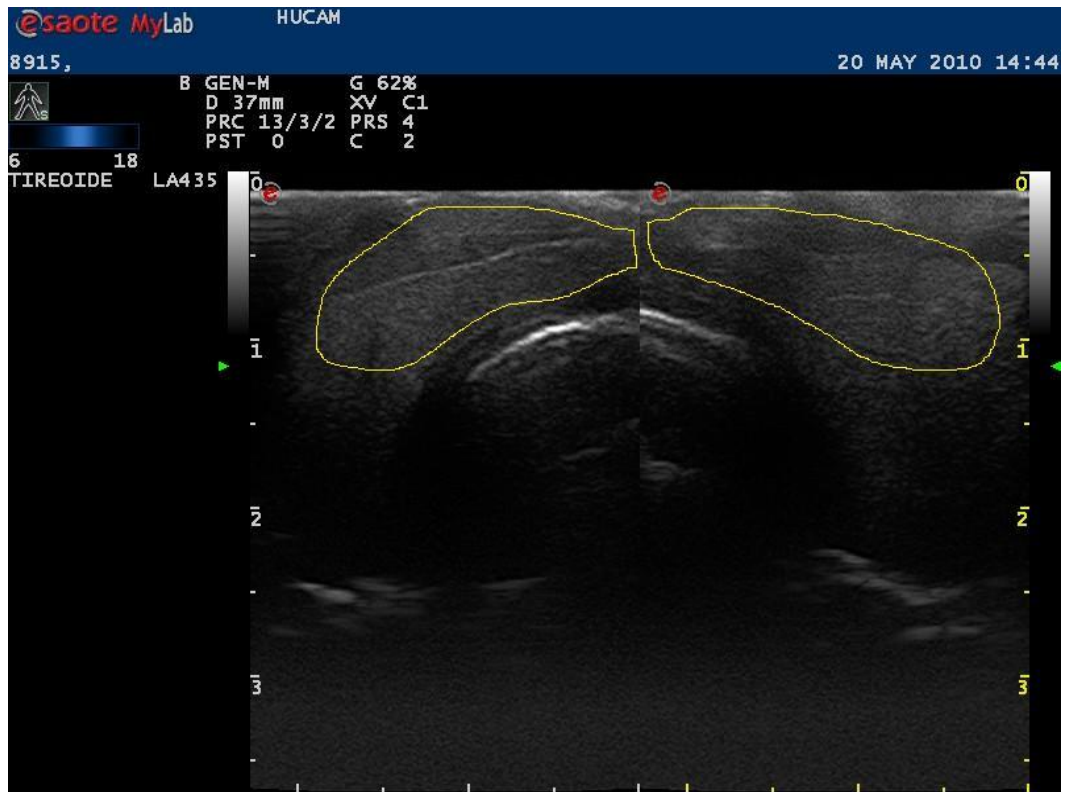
Ultra-sonografia tireóide (corte axial) demonstrando região de interesse (marcada em amarelo) - área a ser analisada pelo image J.
